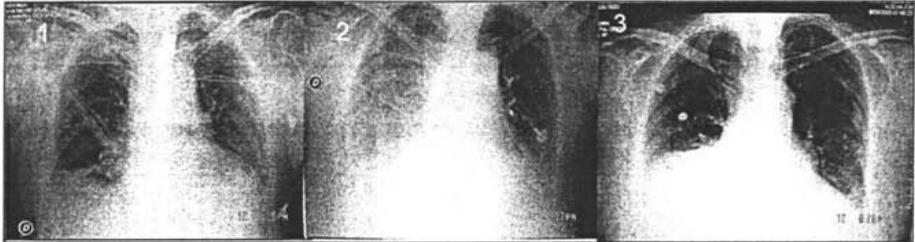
Imagen radiológica de un paciente que no requirió maniobra de reclutamiento alveolar. La imagen 1 es la radiografía basal, en la cual se puede observar una imagen sugestiva de atelectasia basal derecha. Imagen 2, imagen a las 24 horas que muestra derrame pleural derecho y la imagen 3, que muestra derrame pleural basal derecho a los 7 días de posoperado de cirugía de revascularización coronaria.
